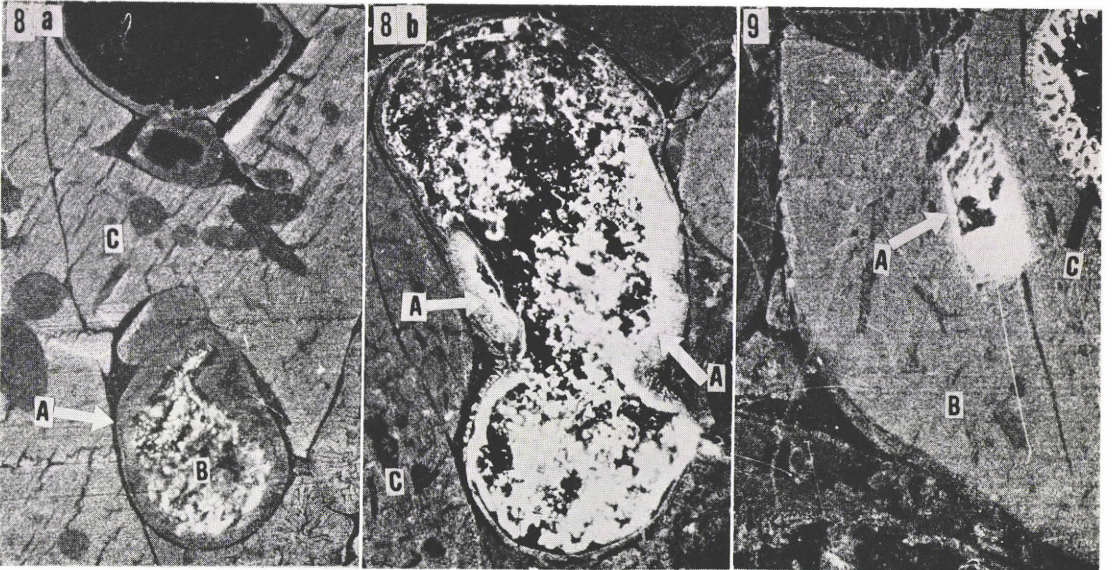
Autoradiograph showing the excretion of radioactivity into the stomach content, 10 min. (a) and 1 hr. (b). A : stomach mucosa, B : stomach content, C : liver.
